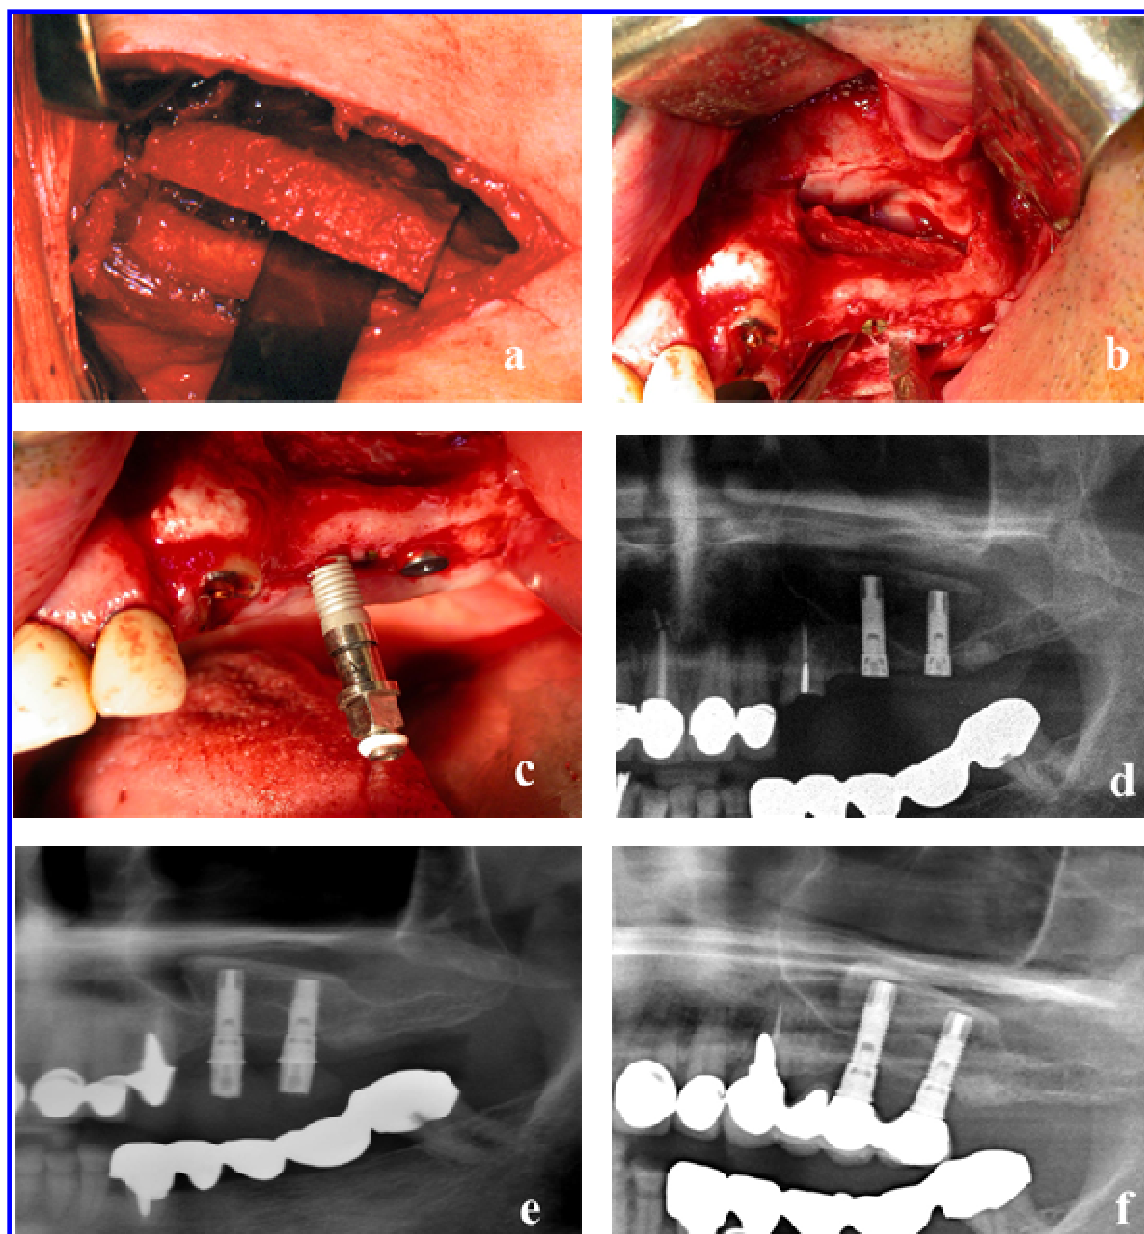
Rialzo di seno con innesto a blocco prelevato dalla cresta iliaca con inserimento simultaneo degli impianti: a) prelievo del blocco dal piatto mediale della cresta iliaca anteriore; b) modellazione e adattamento dell'innesto dopo lo scollamento della membrana e c) inserimento degli impianti. I controlli radiografici immediato(d) a sei mesi(e) e dopo 24 mesi(f) mostrano il mantenimento del volume innestato, un progressivo aumento della densità ossea e un mantenimento dell'osteointegrazione degli impianti sotto carico protesico. (Acocella et al. ²⁶⁵).
